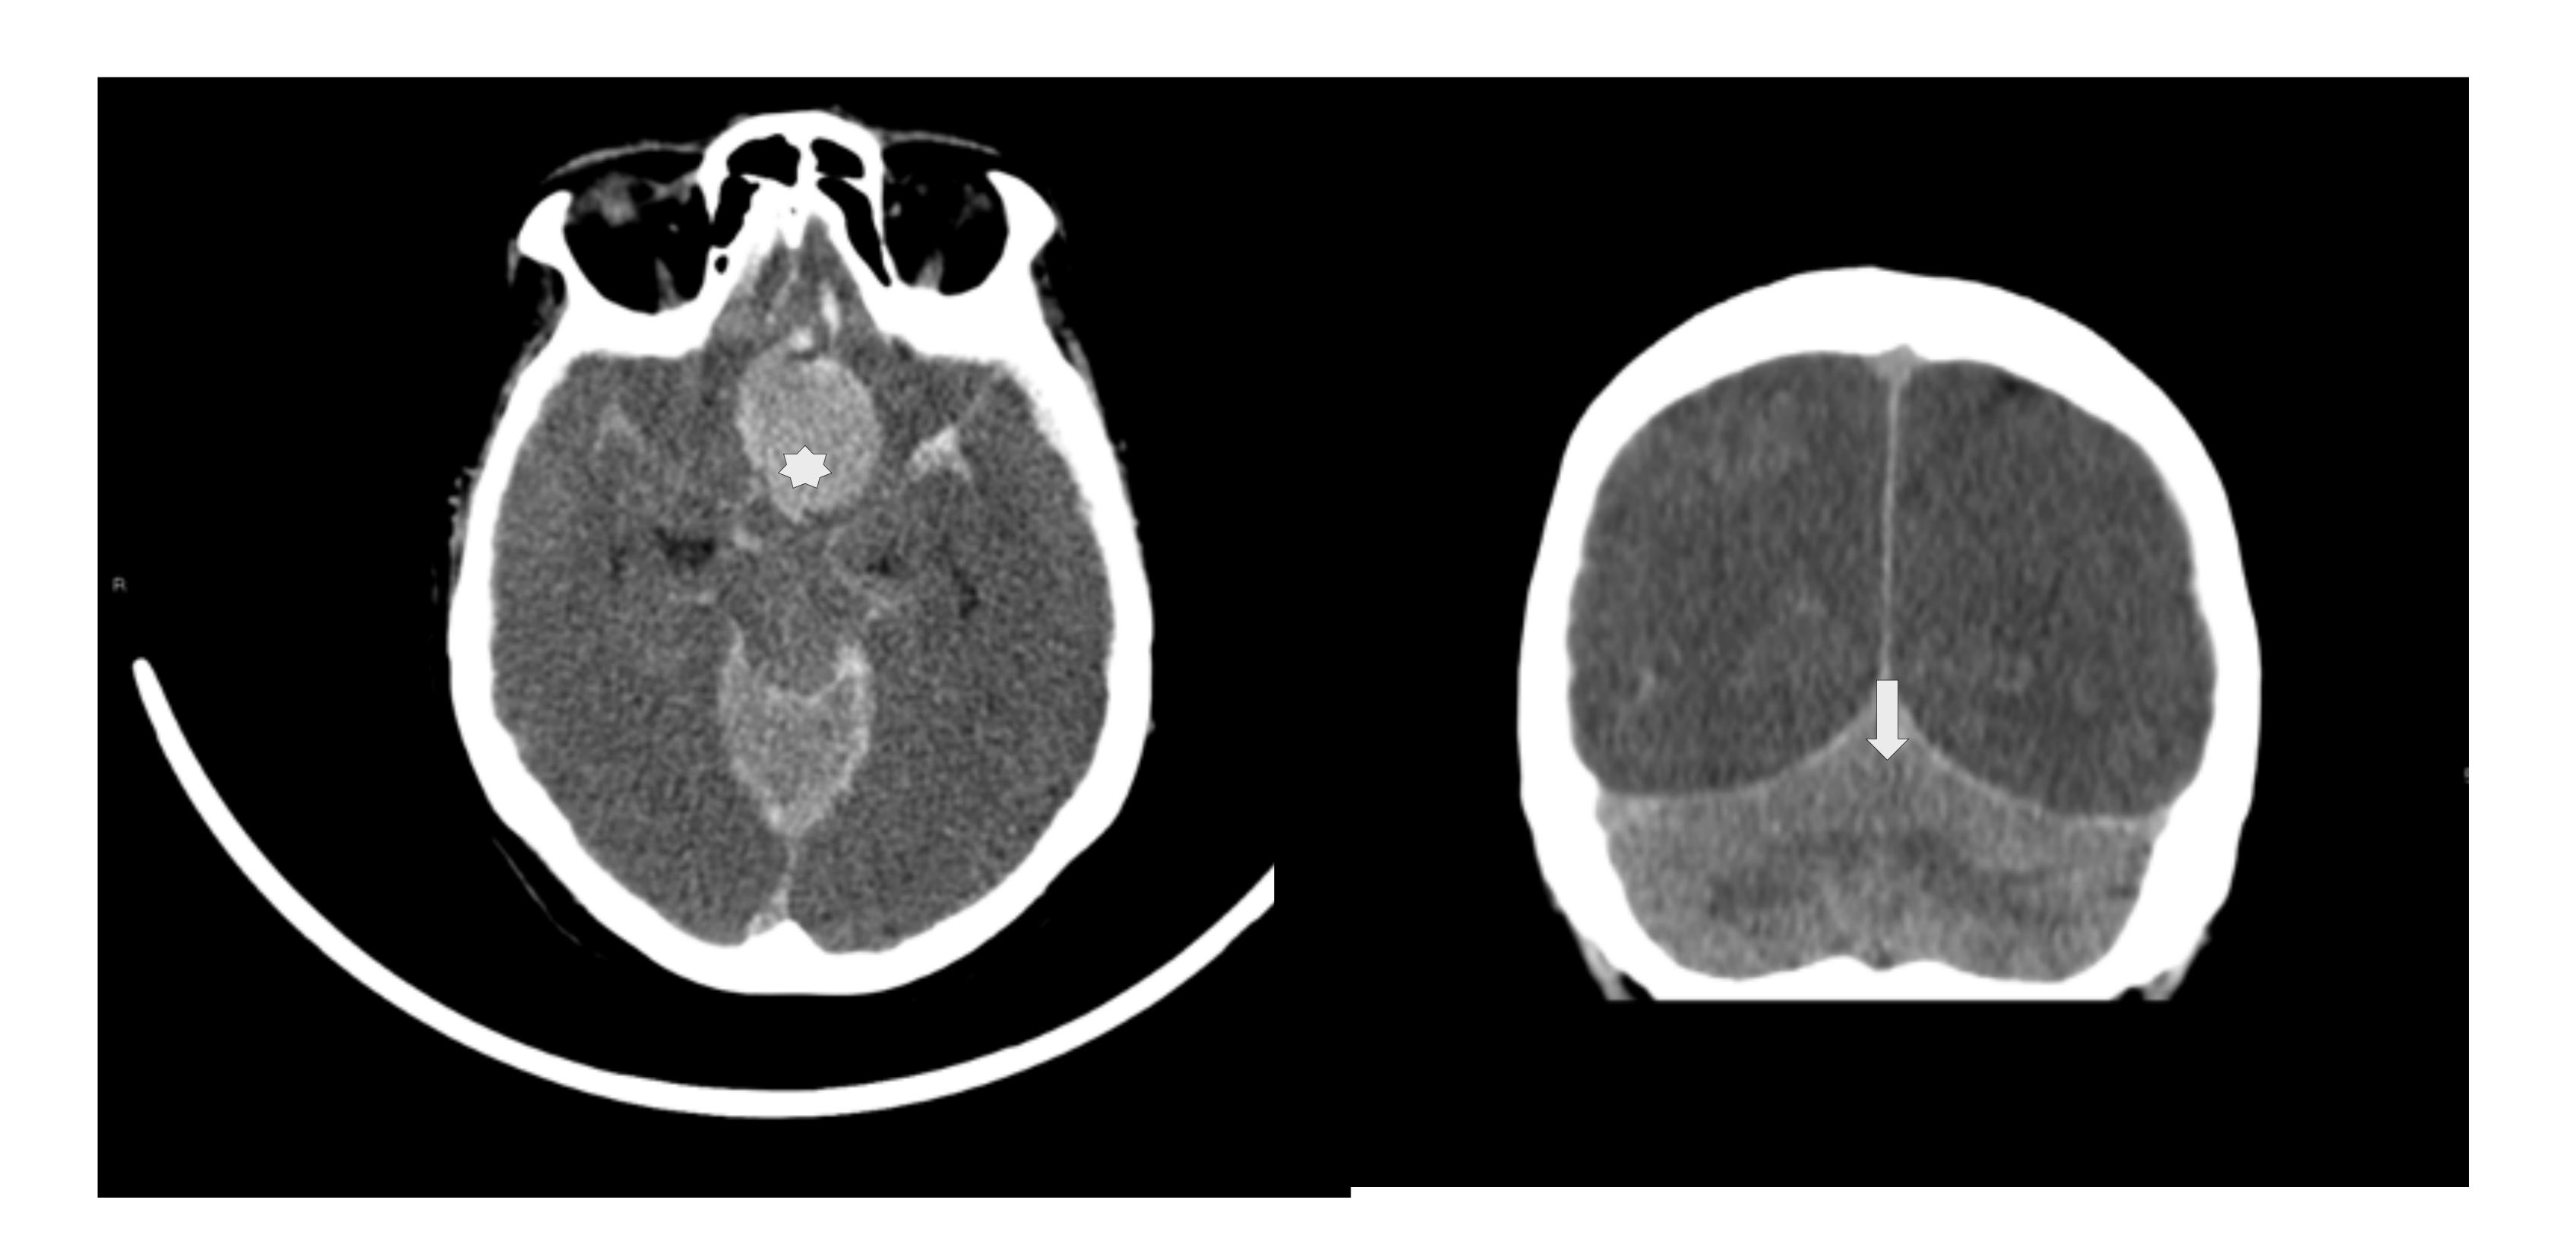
Corte axial de TC de cráneo sin contraste iv en el que se observa lesión cerebral primaria; HSA secundaria a aneurisma roto (asterisco). Marcado edema generalizado con pérdida de los surcos y de la diferenciación córtico-subcortical. (signos de muerte encefálica)
